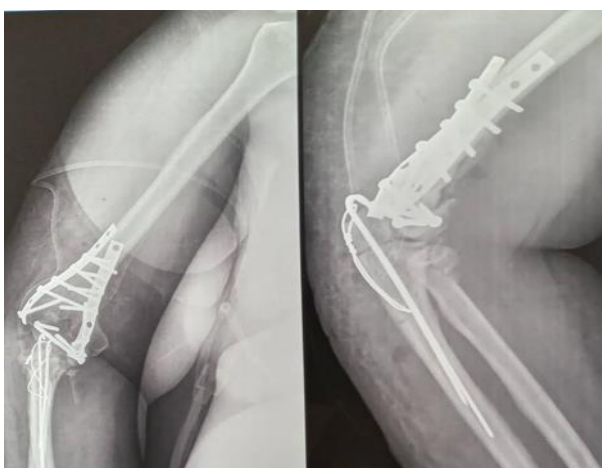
Radiographies post-opératoires immédiates d'une ostéosynthèse pour fractures de la palette humérale de type C3.
